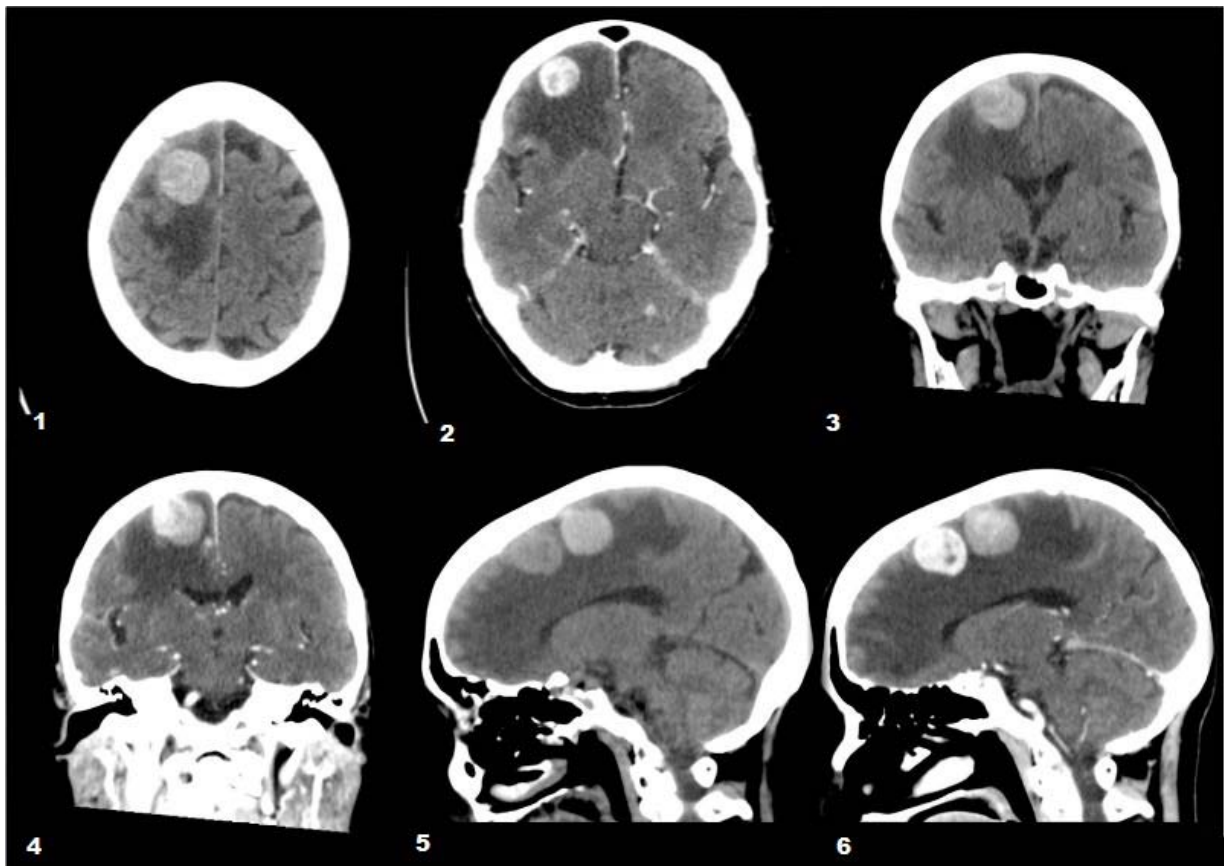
TDM (Métastases cérébrales d'un cancer pulmonaire) : 1. Axial sans contraste 2. Axial avec contraste 3. Coronal sans contraste 4. Coronal sans contraste 5. Sagittal sans contraste 6. Sagittal avec contraste
